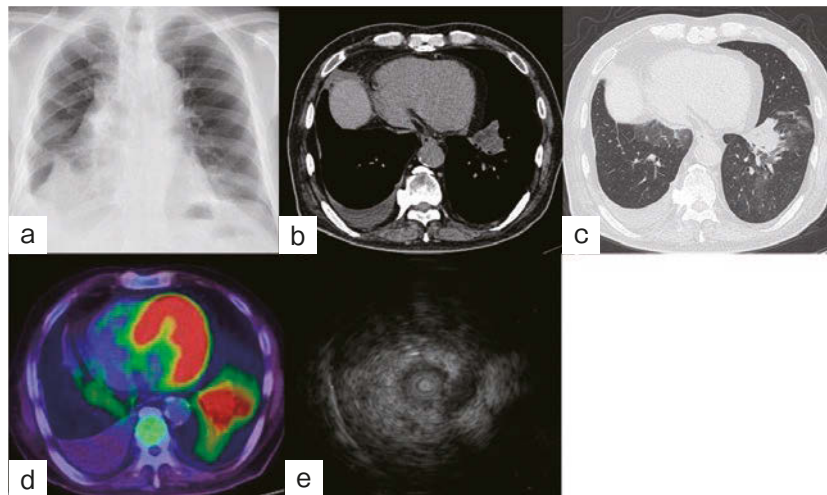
Imaging findings. (a) Chest radiograph showing consolidation in the left lower lung field. (b) Thoracic CT demonstrating a mass shadow containing focal low density area. (c) Thoracic CT showing a mass shadow with air bronchogram at S⁸ of the left lung and ground-glass opacity around the lesion. (d) PET/CT revealing positive FDG uptake. (e) Endobronchial ultrasonography (EBUS) showing a hyper echoic lesion.
